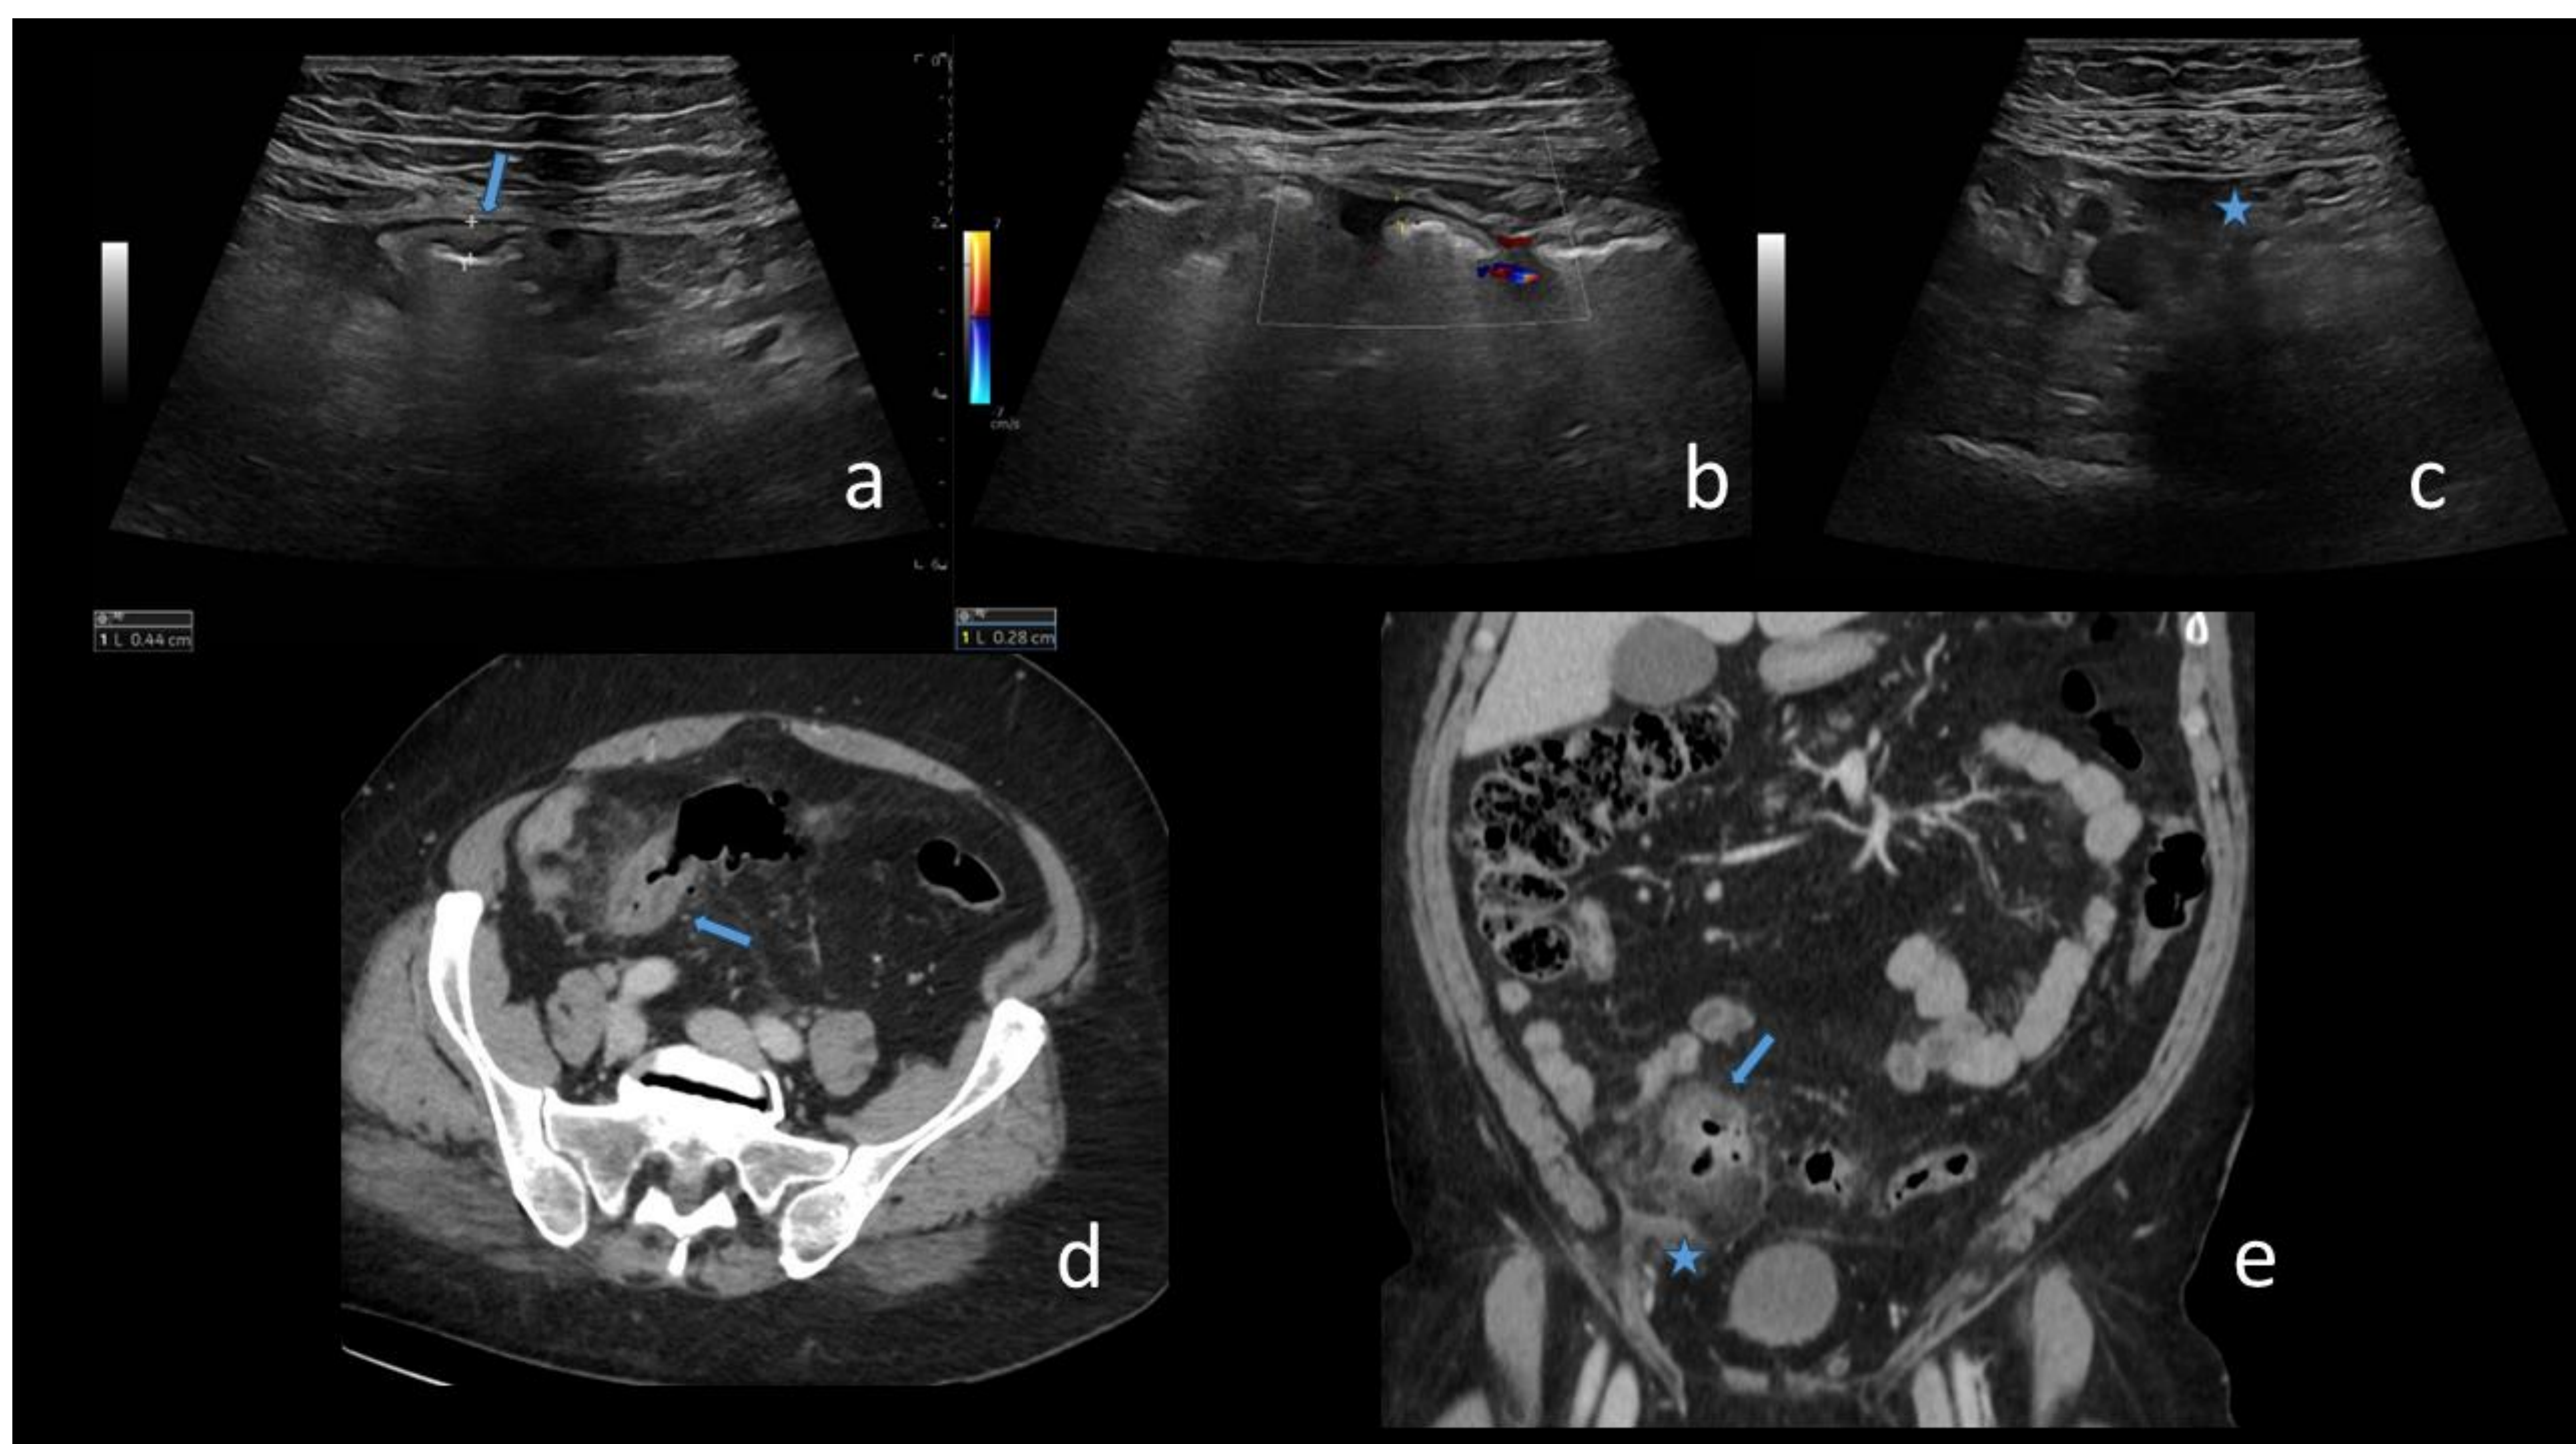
Paciente femenina de 62 años con antecedente de histerectomía por miomatosis. Acude por dolor en FID y elevación de reactantes de fase aguda. La exploración ecográfica en FID (a) demuestra engrosamiento de un asa de sigma con aumento de la vascularización en el modo Doppler (b) sugestiva de colitis / diverticulitis. Dada la sospecha clínica de complicación del cuadro se complementa estudio con TC (d, e) donde se objetivan los signos de diverticulitis y un sigma redundante. Nótese la mínima cantidad de líquido en FID (asteriscos) visibles en ecografía y TC. *Servicio de Radiodiagnóstico, Hospital Universitario Príncipe de Asturias, Alcalá de Henares – Madrid, España, 2024.*
